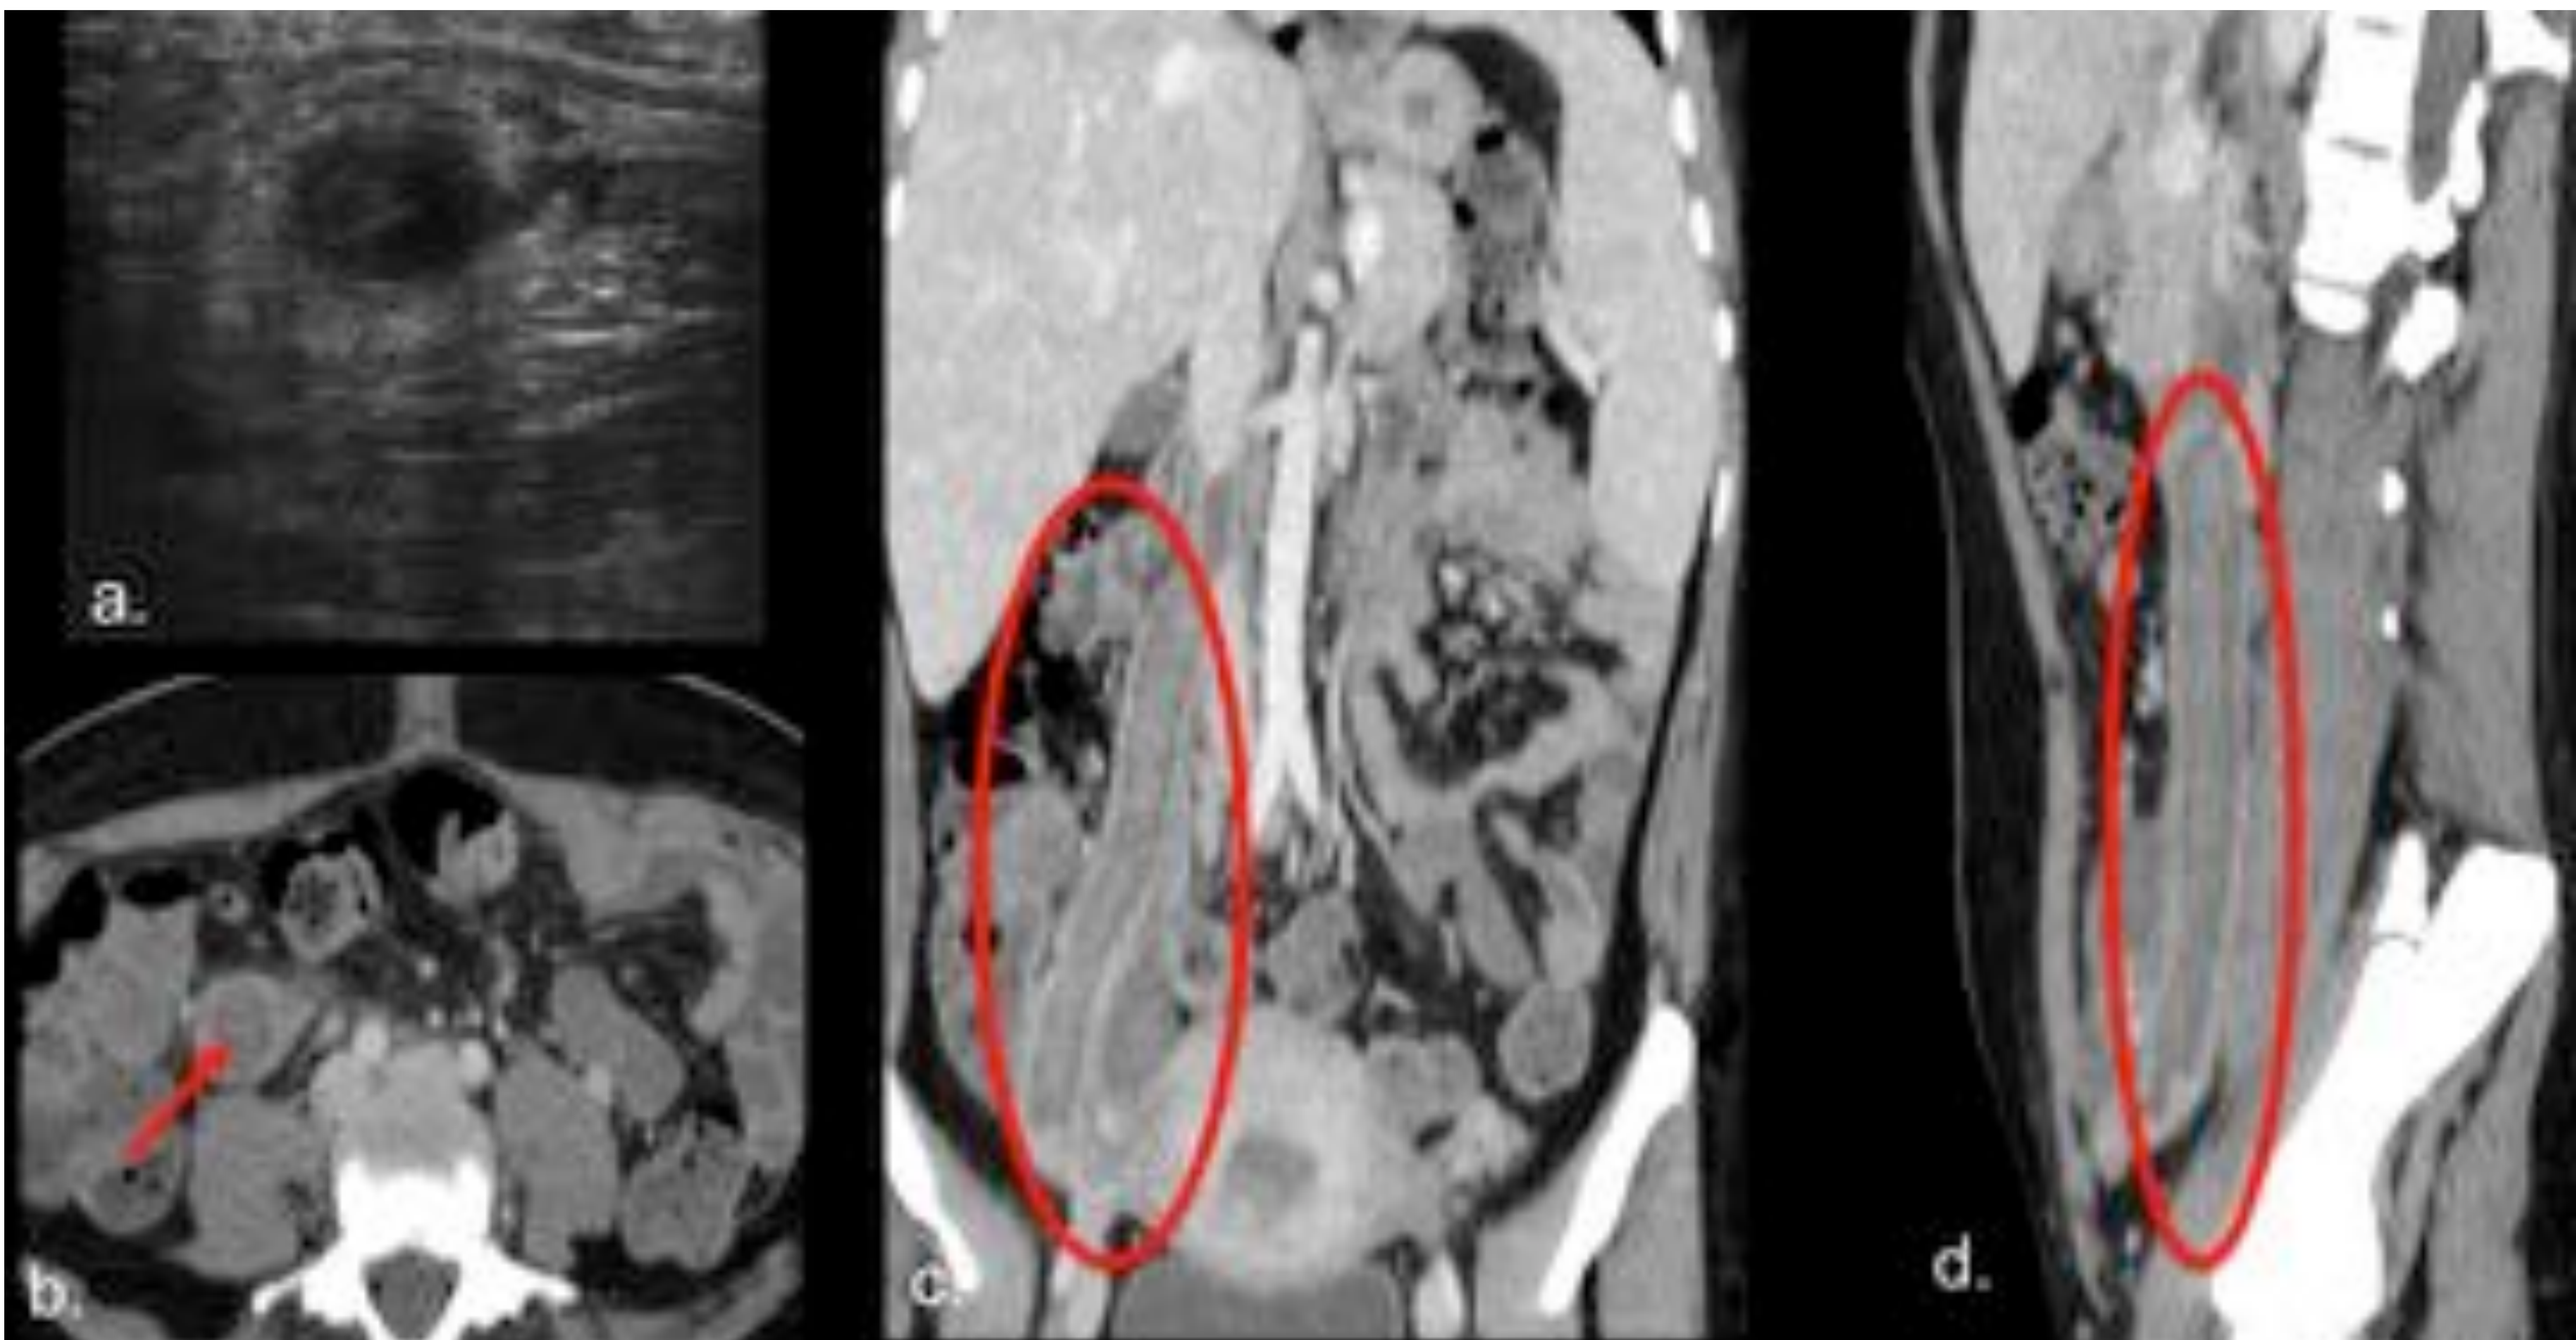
Trombosis de vena ovárica derecha. Mujer de 34 años en el segundo días postparto con fiebre y dolor pélvico. La ecografía (a) muestra una estructura tubular hipoecogénica. En las imágenes de TC axial (b), coronal (c) y sagital (d) se identifica la vena ovárica trombosada y aumentada de tamaño desde la pelvis hasta la vena cava.
